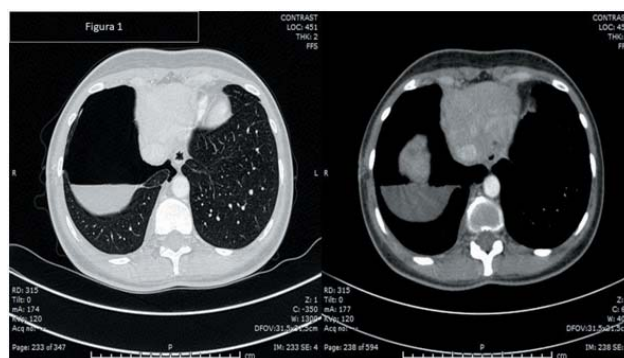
Corte de la tomografía axial. Hemoneumotórax derecho.
